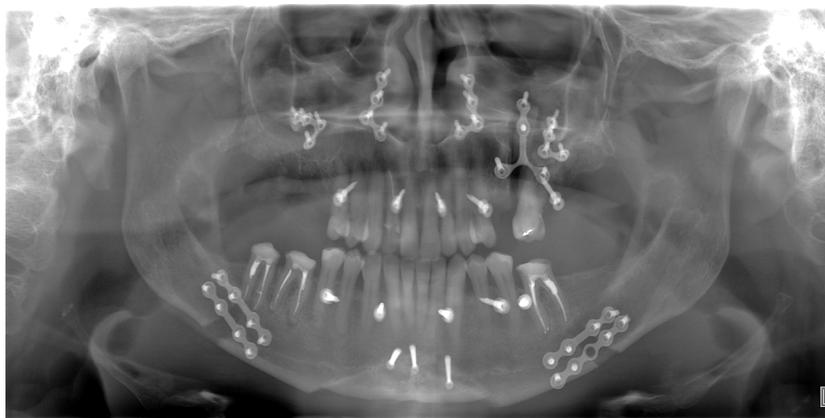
Контрольные ортопантомограмма.
